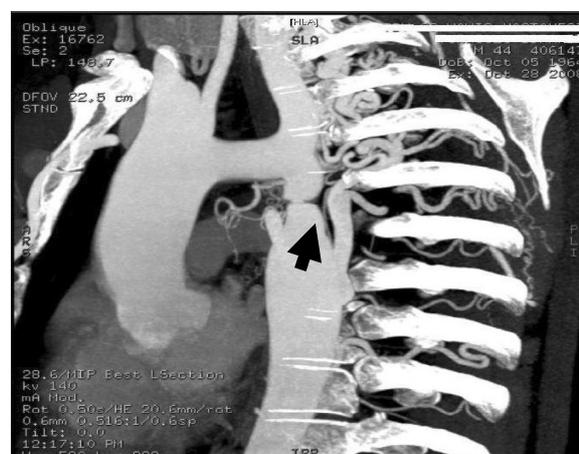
diagnóstico de coartación de aorta por RMN. Se observa una estrechez en rama de aorta descendente.
